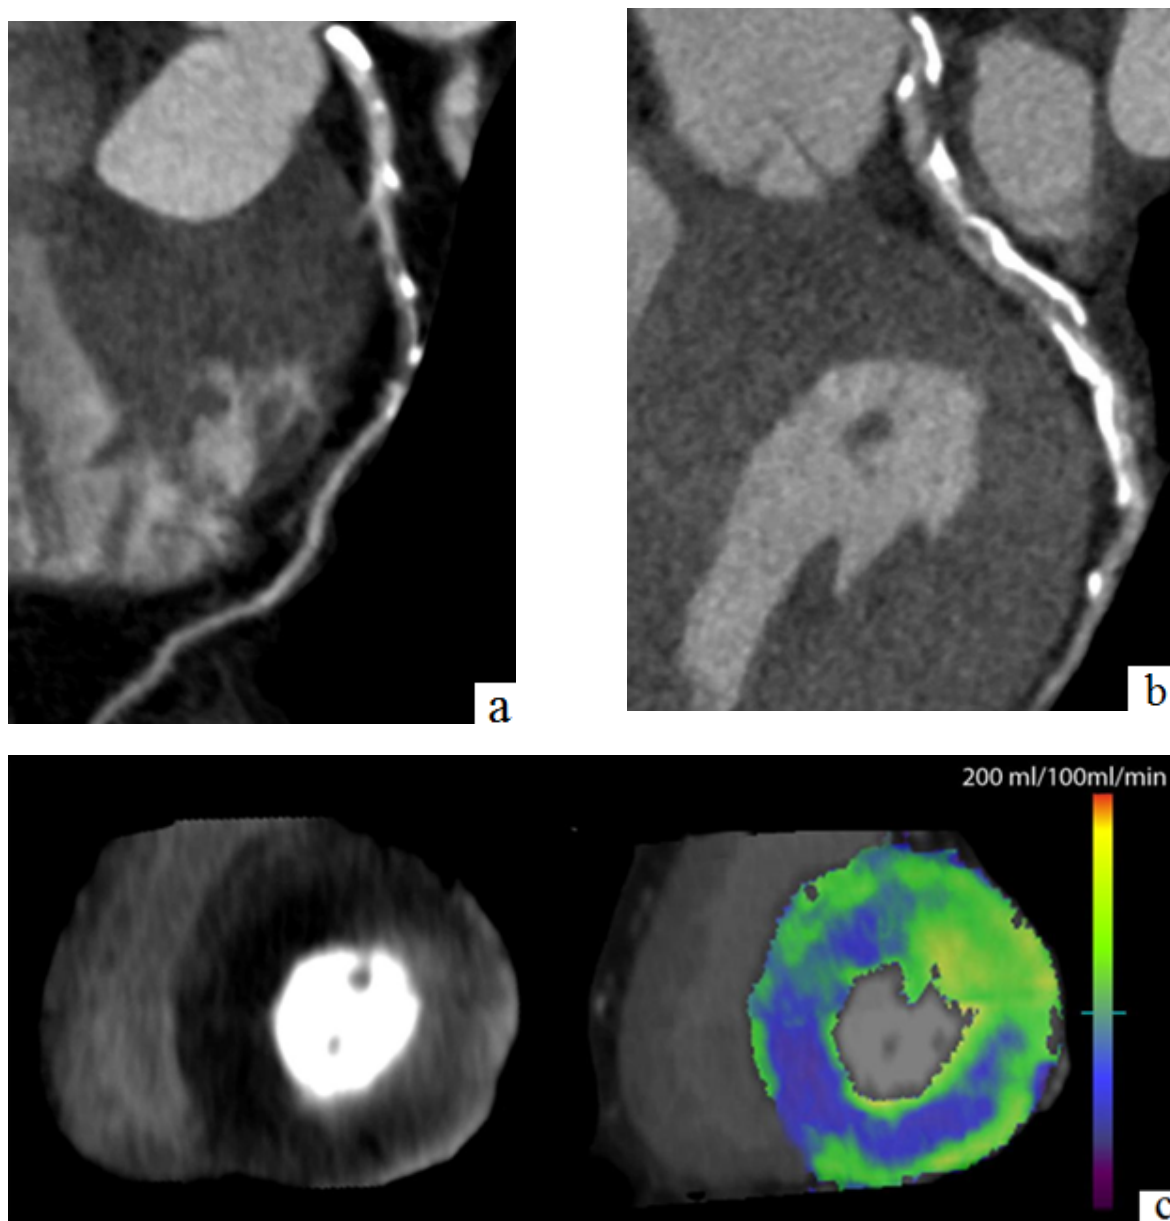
МСКТ 60-летнего мужчины с типичной стенокардией. Визуализируются обширные, сильно кальцинированные бляшки в (а) левой передней нисходящей коронарной артерии и (б) в огибающей коронарной артерии. (с) Стресс-МСКТ (слева), полученная с помощью КТ-сканера DS, показывает дефект перфузии в передней, передне-перегородочной, нижне-перегородочной и нижней стенке миокарда у пациента с левым типом кровоснабжения. Карта цветового кода (справа) демонстрирует существенное снижение перфузии миокарда в передней и передне-перегородочной стенках (76 мл / 100 мл / мин), относящейся к левой передней нисходящей коронарной артерии, а также к нижней и нижне-перегородочной стенкам (48 мл / 100 мл / мин), относящейся к огибающей коронарной артерии [23].
